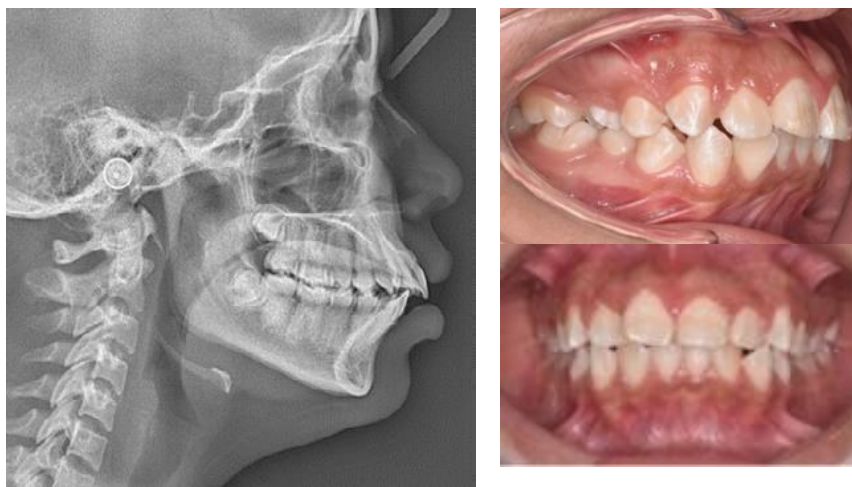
Radiografía cefalométrica y fotografía de pacientes biprotruso con relación sagital clase I
